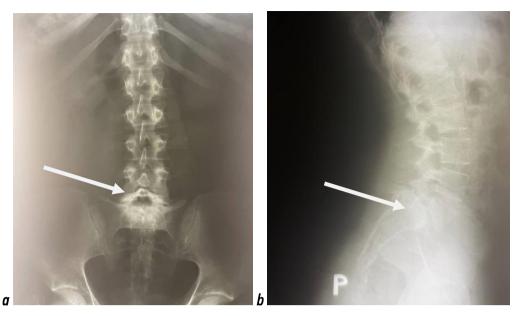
Рентгенограмма пояснично-крестцового отдела позвоночника пациентки Φ . до операции: a — фронтальная проекция; b — сагиттальная проекция.
